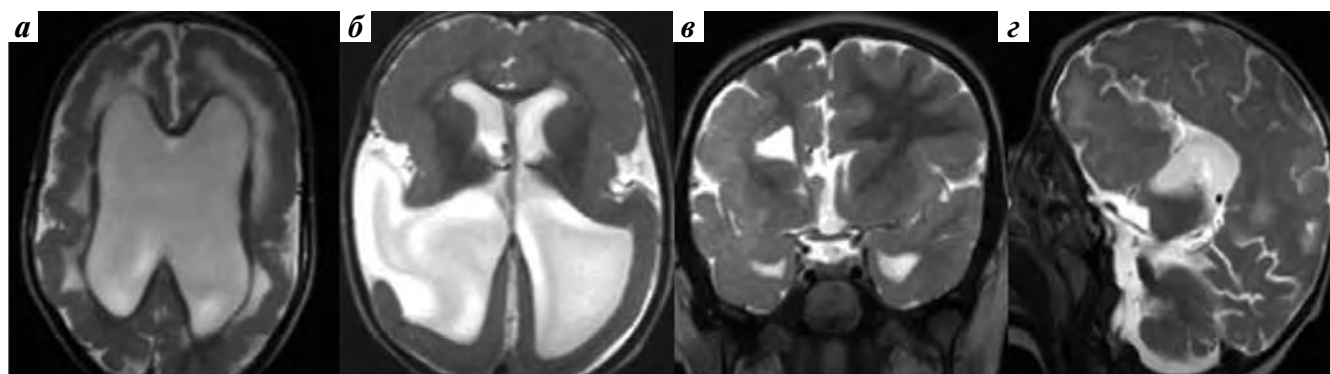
Визуализация диффузных аномалий развития по данным магнитно-резонансной томографии с напряжением поля 0,4 Т. Билатеральные диффузные аномалии головного мозга были хорошо различимы при рутинном исследовании. Сочетанные гипогенетически-диспластические патологии включали следующие магнитно-резонансные признаки: диффузные нарушения кортикальной пластинки, извращенный рисунок борозд, шизэнцефалические расщелины, диспластичные желудочки, диффузную пахигирию, лиссэнцефалию и различные варианты агенезии и гипогенезии мозолистого тела (а, б, в, г)
